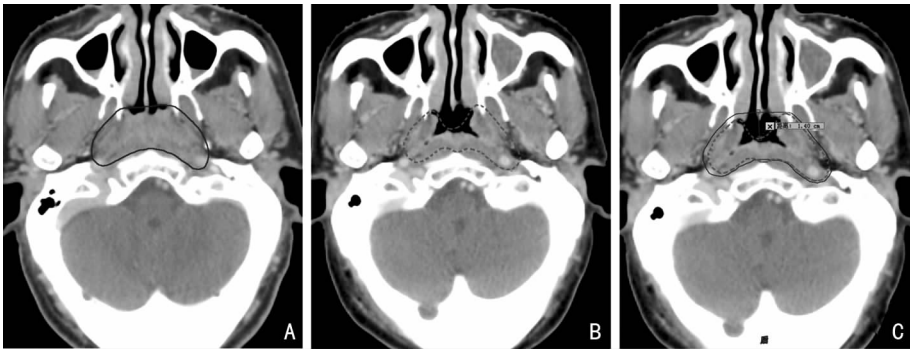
T2期鼻咽癌,放疗后GTV靶区前界退缩最大 A:放疗前定位CT图像,图中实线条圈定的范围为放疗前计划时勾画的GTV;B:在放疗疗程中的第20次时重新进行的定位CT图像,图中虚线条圈定的范围为重新勾画的GTV;C:将前后2次勾画的GTV进行融合,可以观察到放疗后肿瘤呈非均匀性退缩,腔面瘤体显著退缩,GTV前界位移最大,两侧界及后界退缩不明显。尽管GTV前界退缩最大,但由于鼻咽腔为空腔结构,修改放疗计划意义不大
